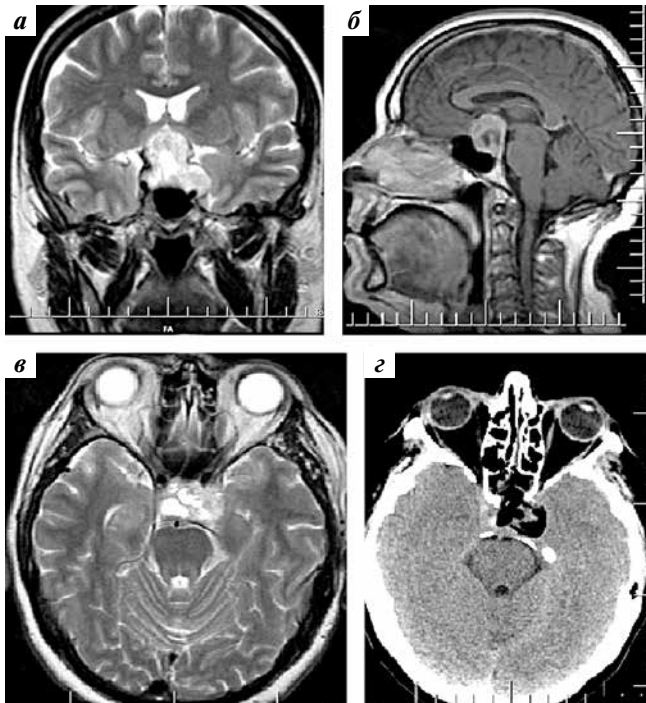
Визуализационные исследования головного мозга пациента К. с невриномой правого кавернозного синуса, сагиттальная (а, з), фронтальная (б, д), аксиальная (в, е) проекции: а–в – магнитно-резонансная томография до операции. В клинической картине – краниальный болевой синдром; з–е – компьютерная томография сразу после эндоскопического трансназального удаления опухоли с интраоперационной идентификацией черепных нервов (V и VI справа). Подтверждено тотальное удаление опухоли. Без отрицательной динамики после операции
